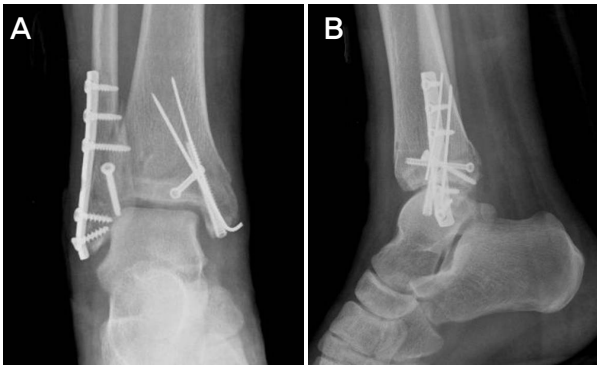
Postoperative AP (A) and lateral (B) radiographs.
